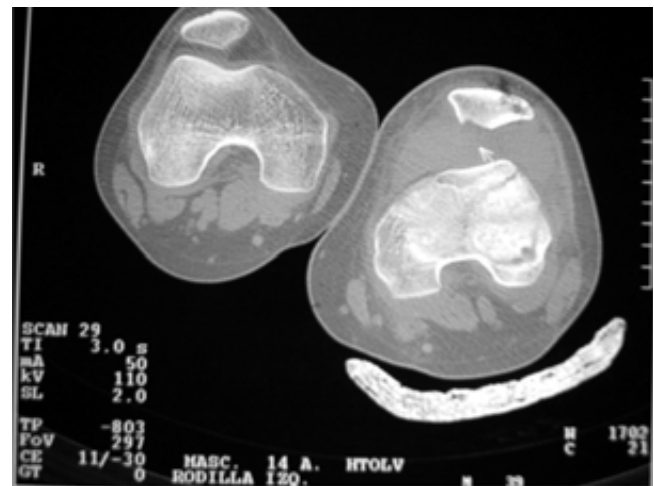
TAC rodilla izquierda que muestra la lesión en la carilla medial patelar.
